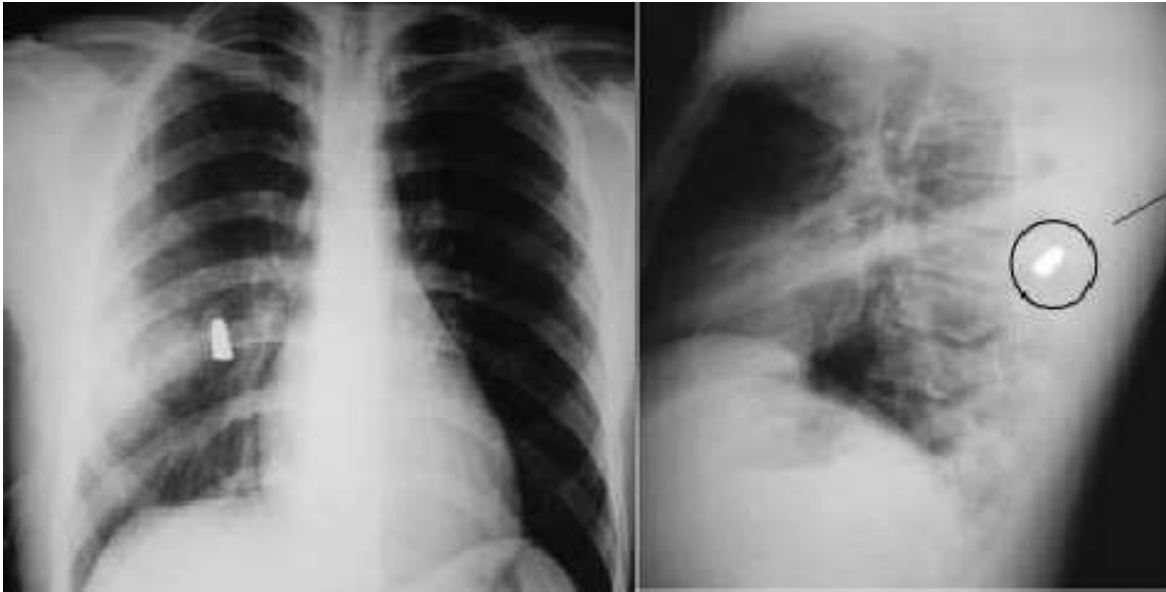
Radiografía de tórax con presencia de proyectil de arma de fuego. Ruiz-Speare; J, O. (2006) .Docplayer
